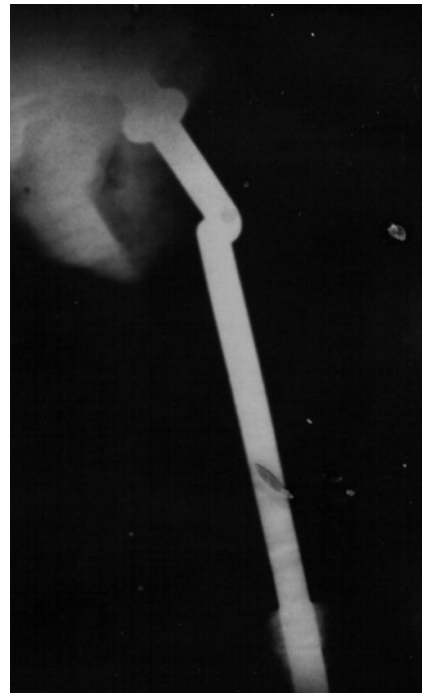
Radiografia do pós-operatório mostrando a substituição da metade proximal do fêmur
